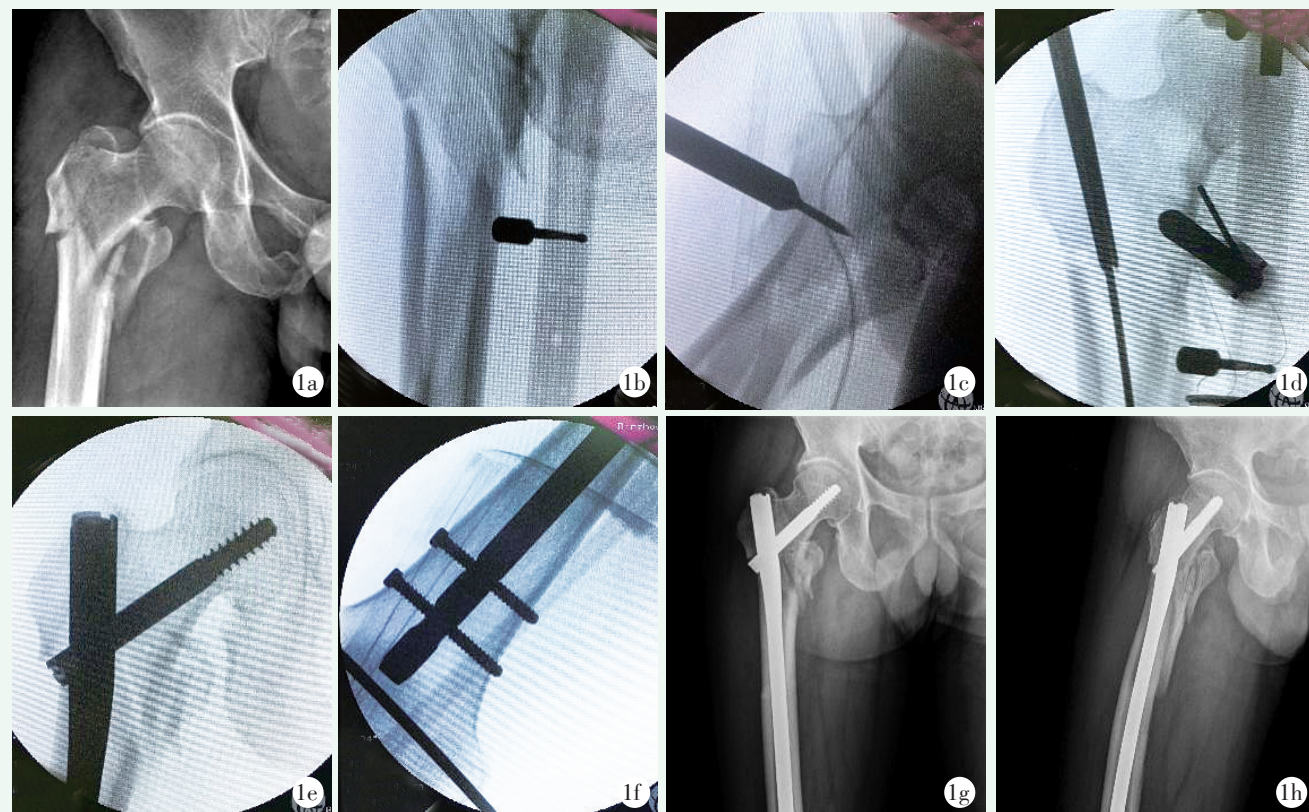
患者，男，57岁，右侧股骨转子下骨折。1a: 术前X线片示Seinsheimer V型股骨转子下骨折；1b: LEAD牵引复位后，观察骨折断端复位情况；1c: 应用空心复位顶锥顶压近侧骨折端纠正近端前旋移位；1d: 大转子顶点开髓，置入导针后插入股骨远端并扩髓；1e: 扩髓后安放Gamma-3髓内钉，自近端打入1枚股骨颈防旋转螺钉并置入内芯锁定螺钉；1f: 应用瞄准器锁入远端锁钉2枚；1g, 1h: 术后1个月正侧位X线片示内固定位置良好。
